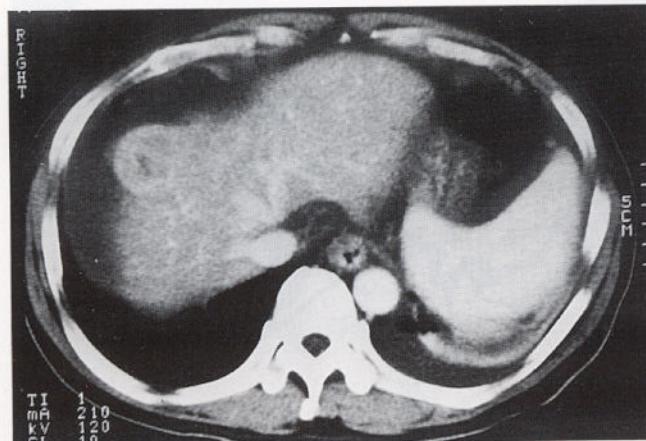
Abdominal CT shows enhancing exophytic mass in the right lobe of the liver and perihepatic fluid accumulation.
